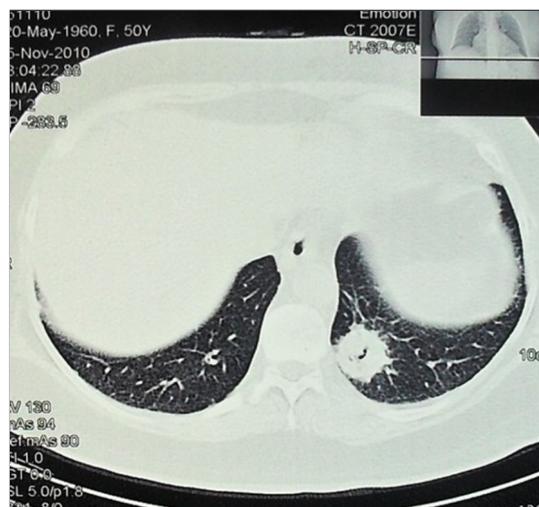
Больная Б., гранулематоз Вегенера. Компьютерная томография. Признаки шаровидного инфильтрата нижней доли (S10) левого легкого с явлениями распада.
